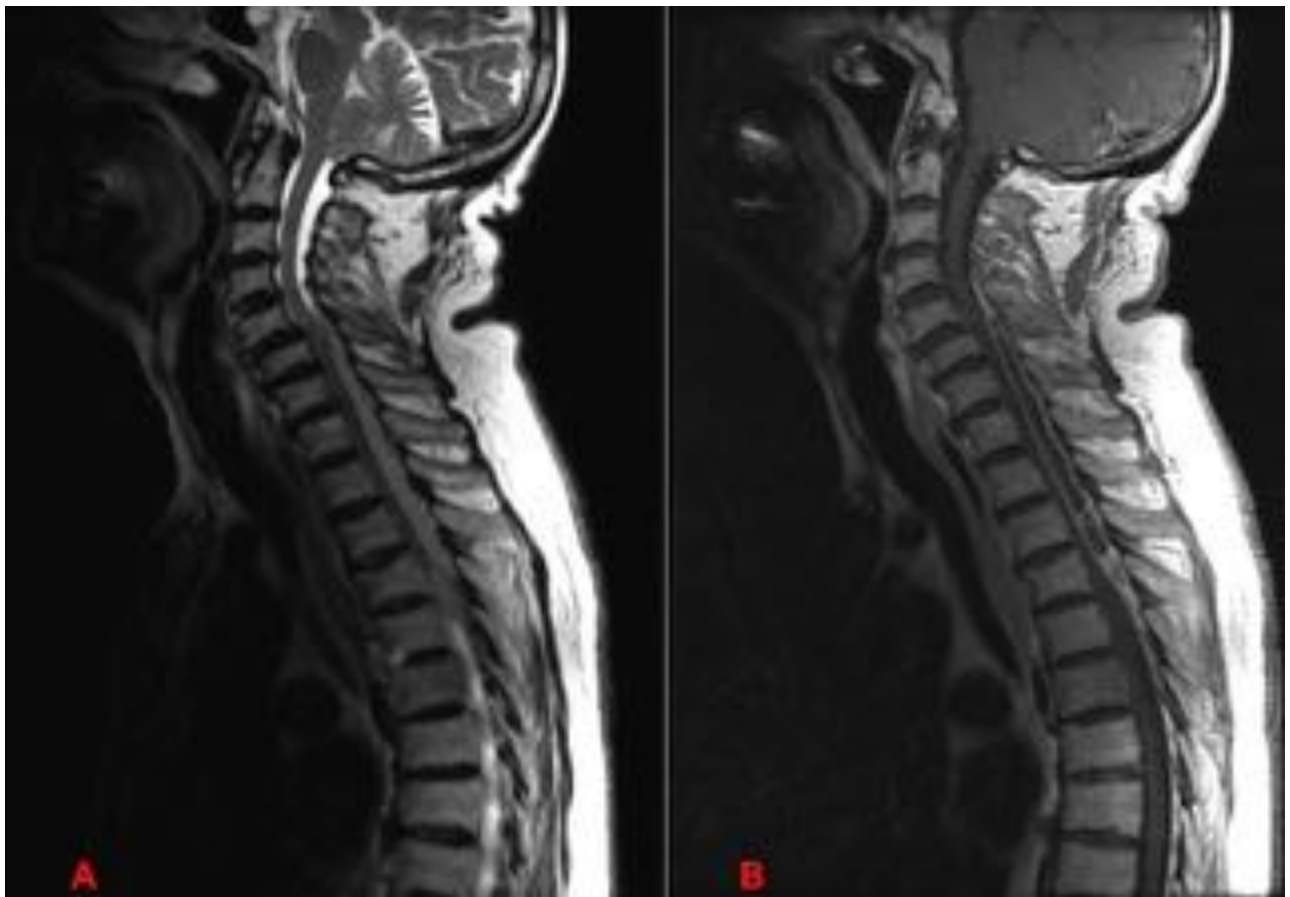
Varón de 77 años con cervicodorsalgia y pérdida de fuerza en MMII de 3 días de evolución. Imagen de RM sagital T2 (A) y T1 con gadolinio (B), se observa una lesión epidural posterior desde C5 a D5, hiperintensa en T2 con realce periférico grueso tras la administración de CIV en relación con un absceso epidural. Desplaza anteriormente el cordón medular, comprimiéndolo y deformándolo. Además se observa una hiperseñal en T2 centromedular en el nivel C5-C6 sugestivo de mielopatía.
